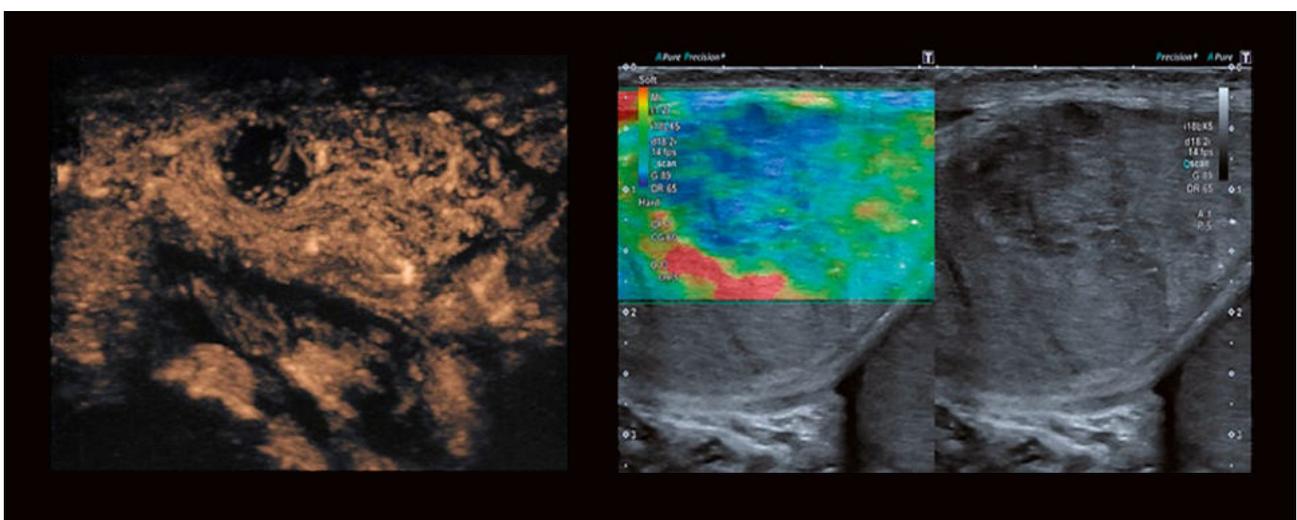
KM-Sonographie (CEUS) und Strain-Elastographie. Burnout-Tumor mit fehlender Perfusion und somit Kontrastausparung in der CEUS (links) sowie unscharf begrenzter Keimzelltumor mit deutlicher Verhärtung (blau kodiert) im Vergleich zum Hodenparenchym in der Strain-Elastographie unter dynamischer Kompression (rechts).
